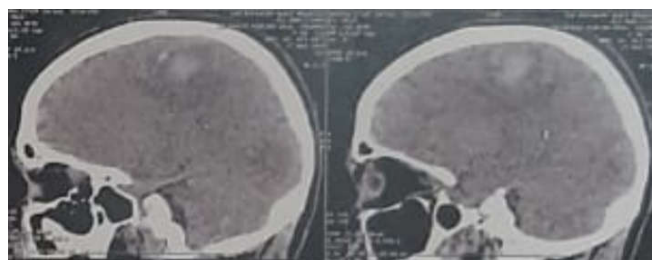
Tomografia de crânio realizada dia 30/12/19 evidenciando controle do hematoma no lobo parietal esquerdo associado a edema circunjacente
